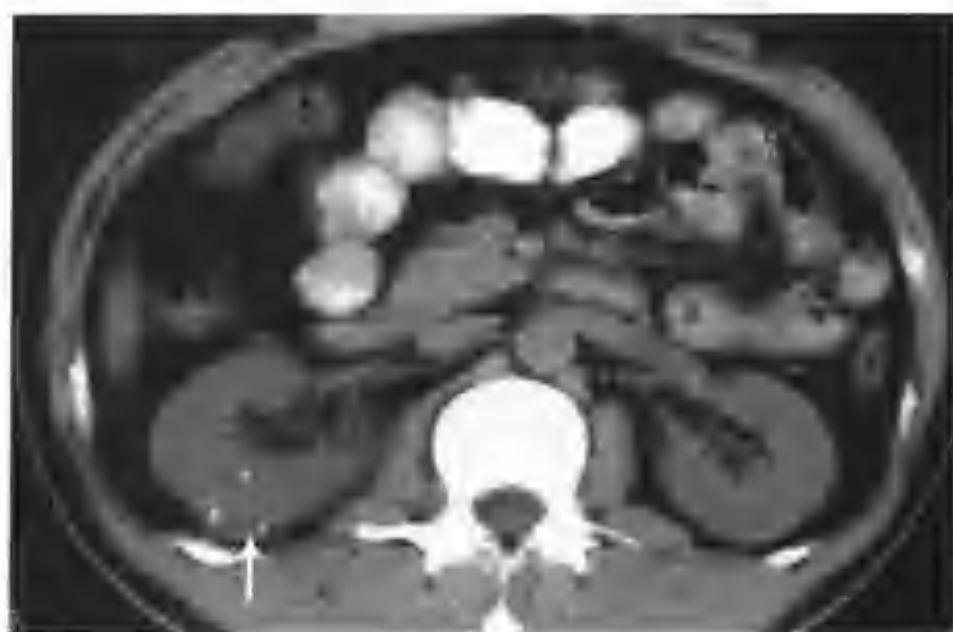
右肾错构瘤（CT 见右肾中极有一个 2.0cm x 2.3cm 的类圆形病灶，轻度凸出肾轮廓外，平扫呈等密度，内见许多散在钙化点（箭头））
